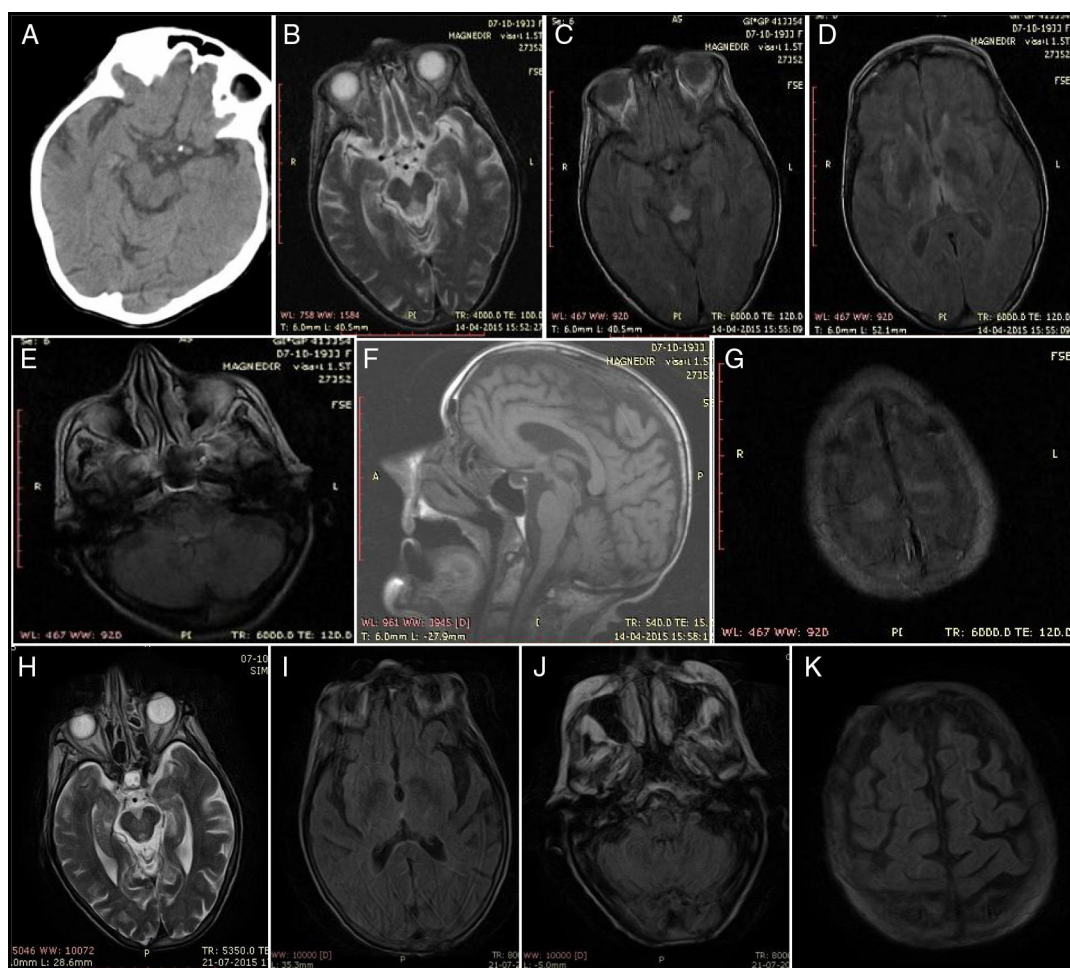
Hallazgos iniciales:* A) TC craneal a las 24h: hipodensidad de la lámina cuadrigémina derecha. B) T2 axial. C) FLAIR axial: lesión en región periaqueductal mesencefálica. D) FLAIR axial: lesión talámica bilateral. E) FLAIR axial: lesión en el techo bulbar. F) T1 sagital: sin alteraciones. G) FLAIR axial: lesión cortico-pial frontal superior. *Hallazgos de resolución:* H) T2 axial: lesión periaqueductal en regresión. I) FLAIR axial: sin lesión talámica. J) FLAIR axial: sin lesión bulbar. K) FLAIR axial: sin lesión cortico-pial.
